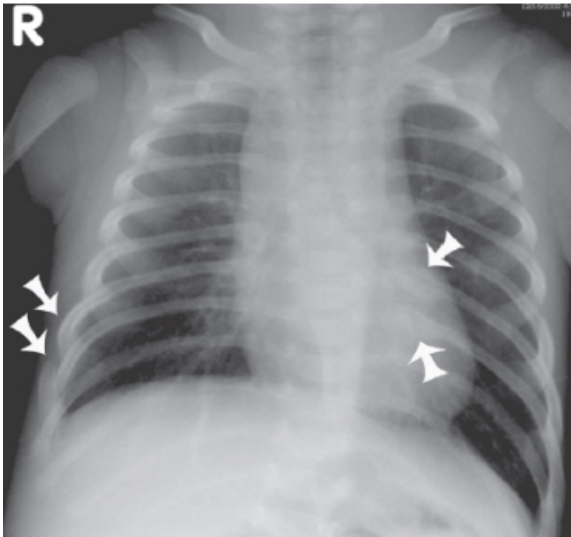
Fratura de costelas em múltiplos estágios de consolidação em um lactente de 4 meses, vítima de lesões não acidentais. Radiografia frontal de tórax revela fratura de costelas agudas e subagudas. Fonte da imagem: 27.
